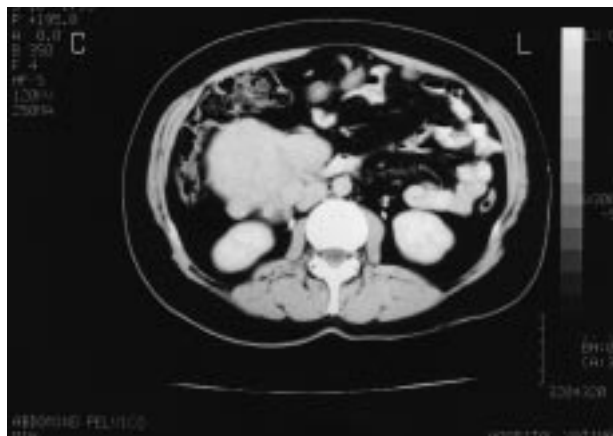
TC preoperatoria: gran tumoración pararenal anterior derecha, con otras de menor tamaño alrededor.
